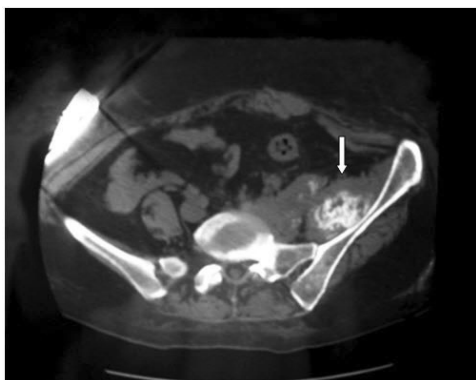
女, 55 岁, 直肠癌腹腔转移, CT 示髂窝部有一巨大肿物侵犯髂腰肌, 肿物中间部分钙化(箭头所指)
